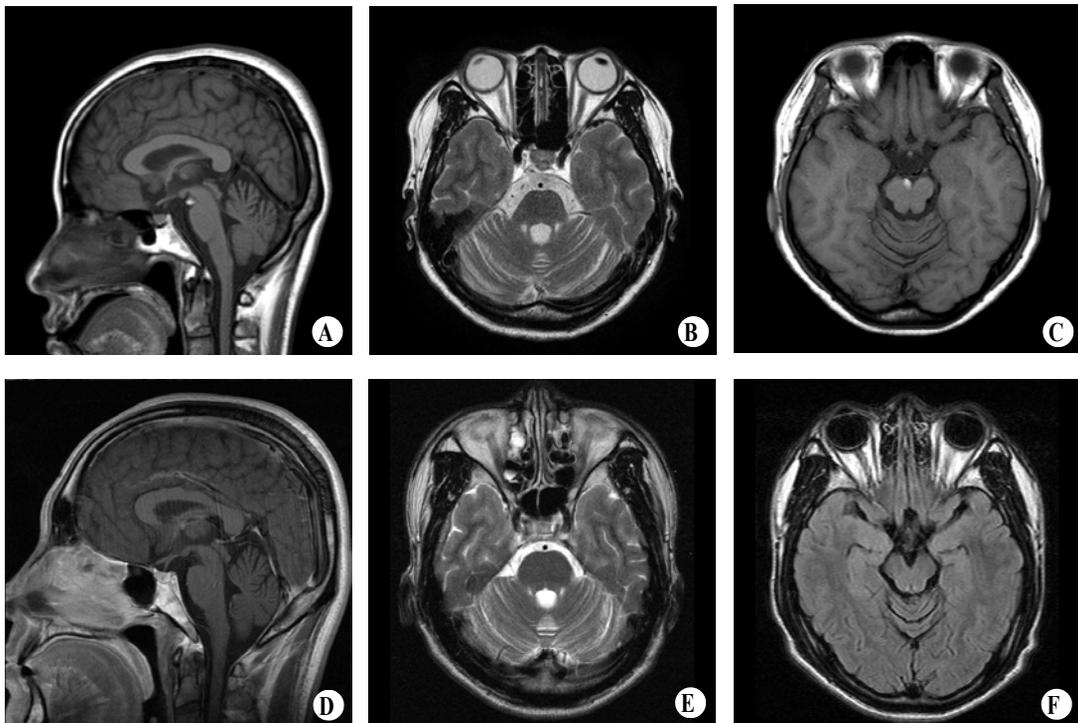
Brain MRI shows cerebellar atrophy(A, B) and incidental lipoma in ventral portion of midbrain(C, arrow) in patient III-2, and minimal cerebellar atrophy(D, E, F) in patient III-3.
